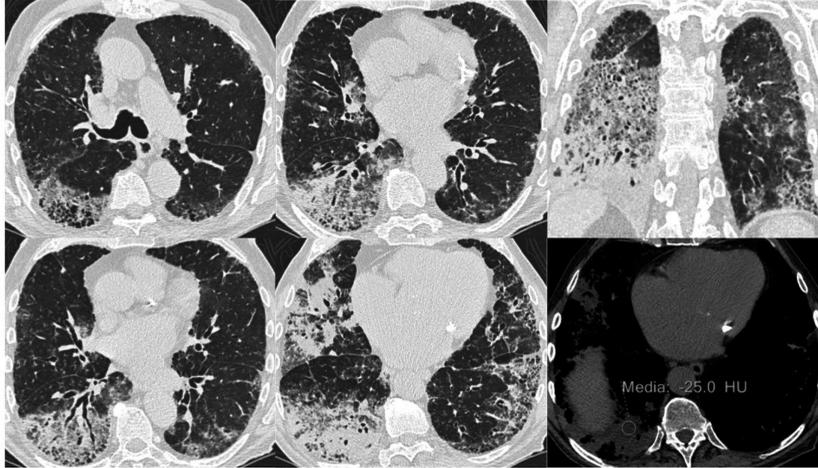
Tomografía de tórax de alta resolución: Engrosamiento reticular del intersticio interlobulillar y subpleural a predominio de ambos lóbulos inferiores, en mayor cuantía del lado derecho, asociándose a bronquiectasias de tracción. Opacidades consolidativas con broncograma aéreo y baja densidad homogénea (en rango de lípidos) a nivel del lóbulo medio y lóbulo inferior derecho. Hallazgos sugestivos de neumonía lipóidea con componente fibrosante.
